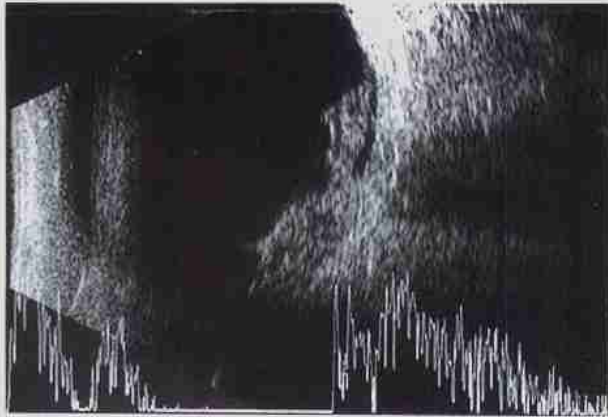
右眼手术前 B 型超声声像。视盘新生血管膜,局部牵拉性视网膜脱离
